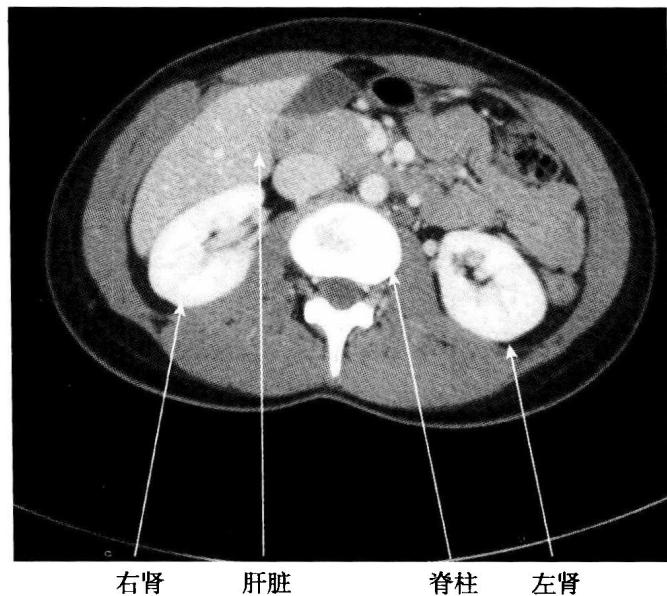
正常肾在 CT 扫描中的表现。这张图片显示的是当人面朝上平躺时腹部的一个横切面。图像在静脉注射造影剂后短时间内获取，说明造影剂顺利进入肾的过滤系统。
